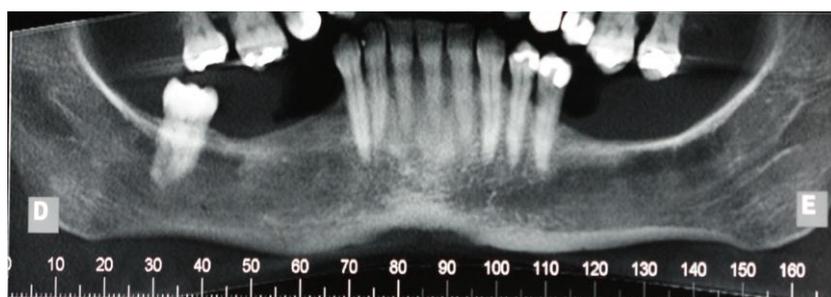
Corte panorâmico da TC.
